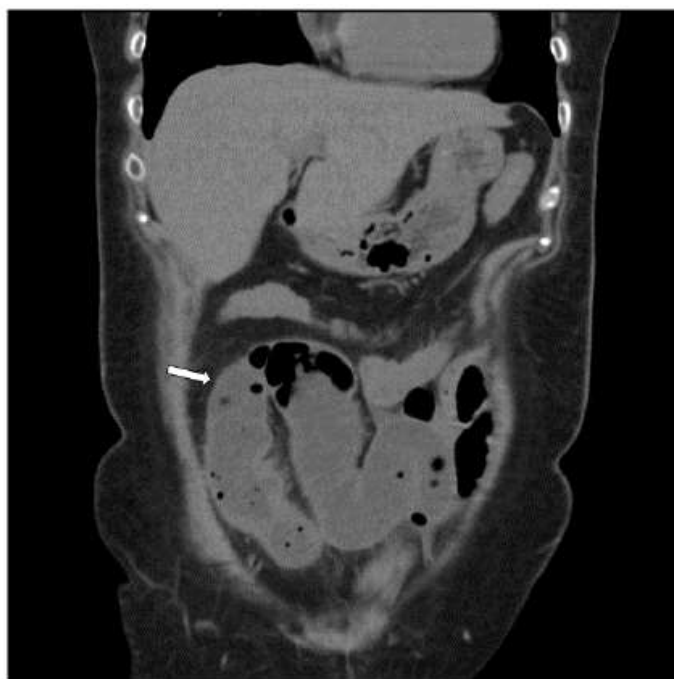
TC com reconstrução no plano coronal de um paciente com obstrução de intestino delgado devido a aderência, na imagem é possível identificar dilatação do lúmen intestinal (seta).
